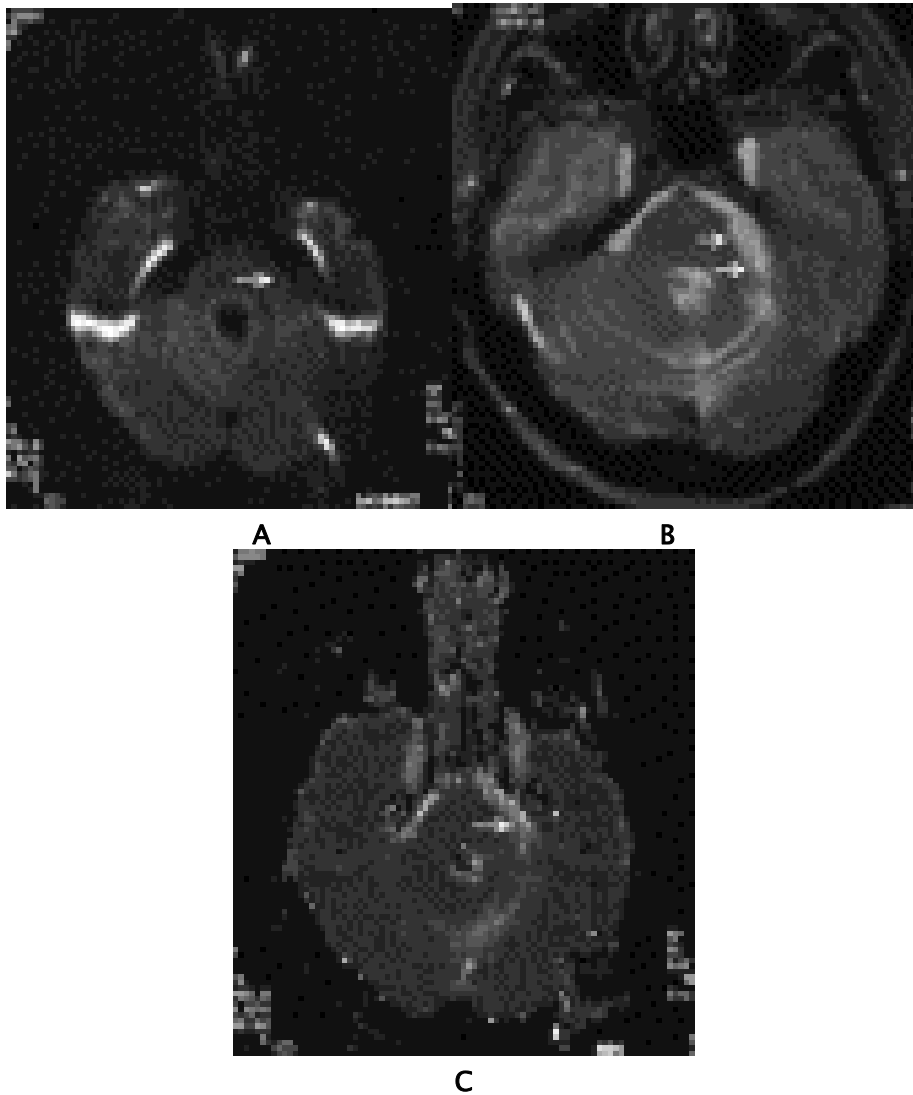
Une IRM cérébrale de contrôle
